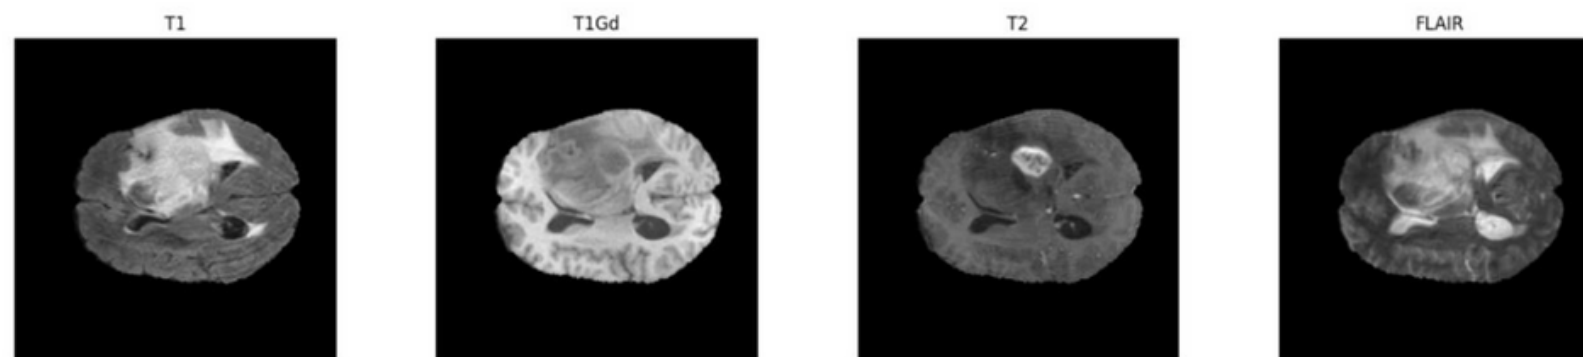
Поперечний зріз мозку одного з пацієнтів у чотирьох магнітно-резонансних модальностях: T1 (анатомічне зображення), T1Gd (контрастно-підсилене), T2 (патології), FLAIR (набряк)
